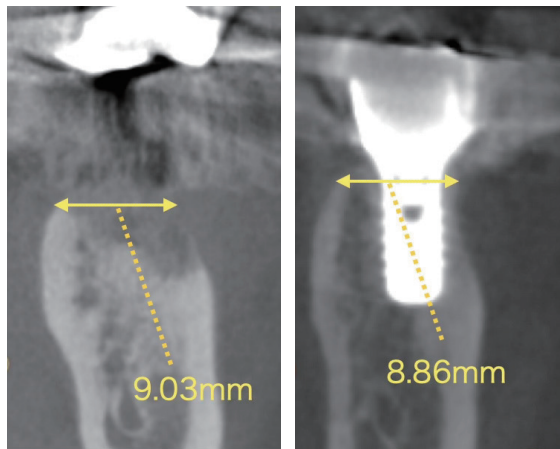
HA/Col移植後 CBCT評価 左:12週間後 右:276週間後
